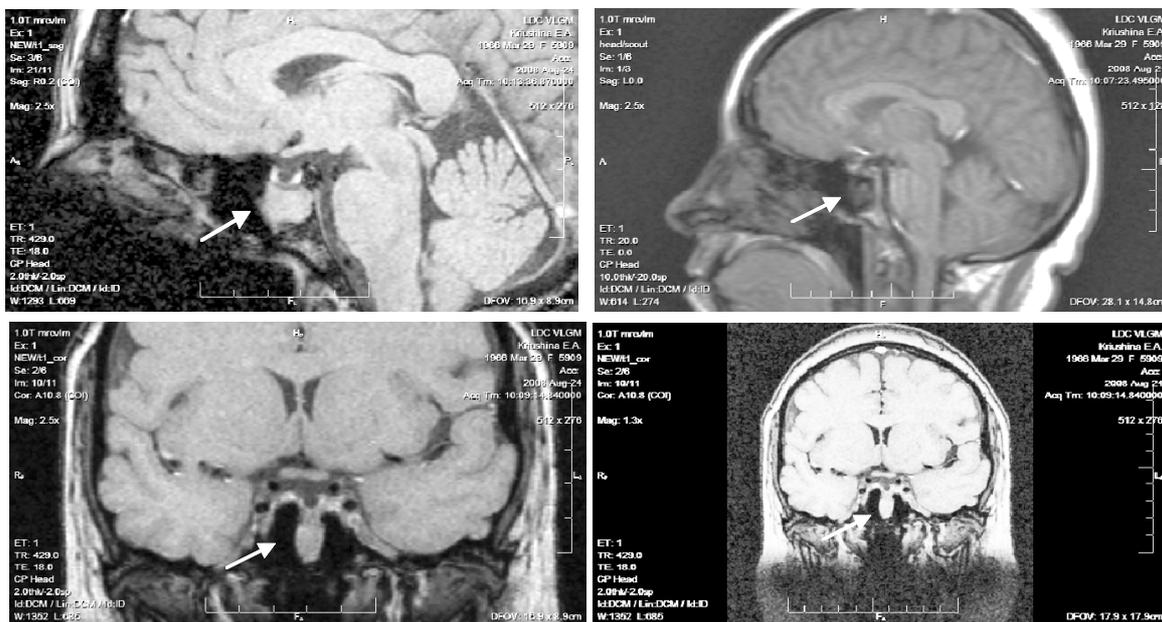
МР-томограммы головного мозга больной Е., 1966 г. р.
